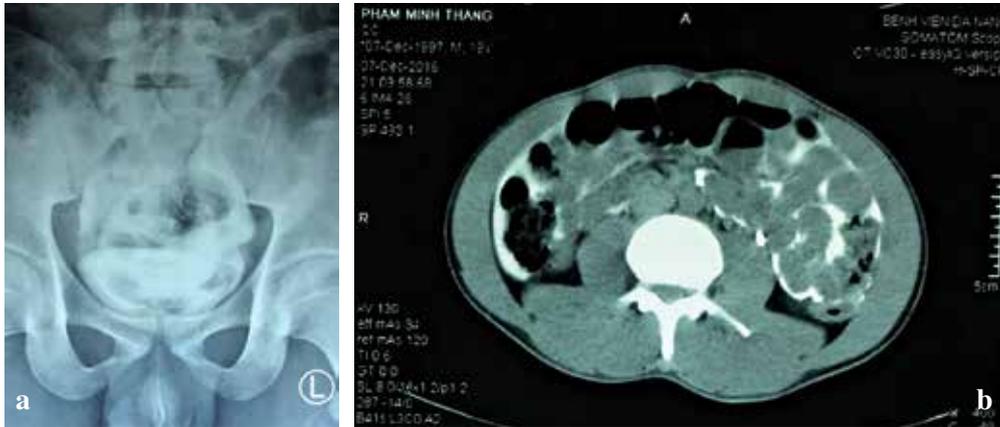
IBR on retrograde cystogram (a) and CT scan (b)
